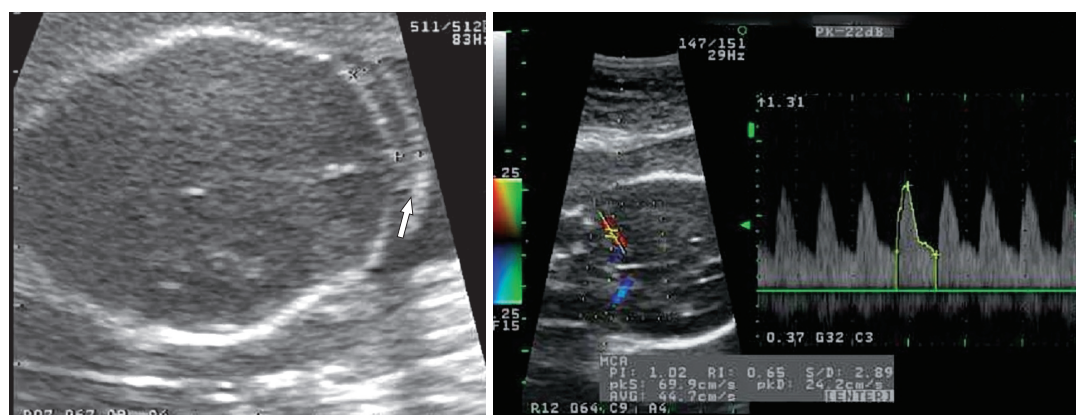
Ultrasonography of a case of parvovirus B19 infection
